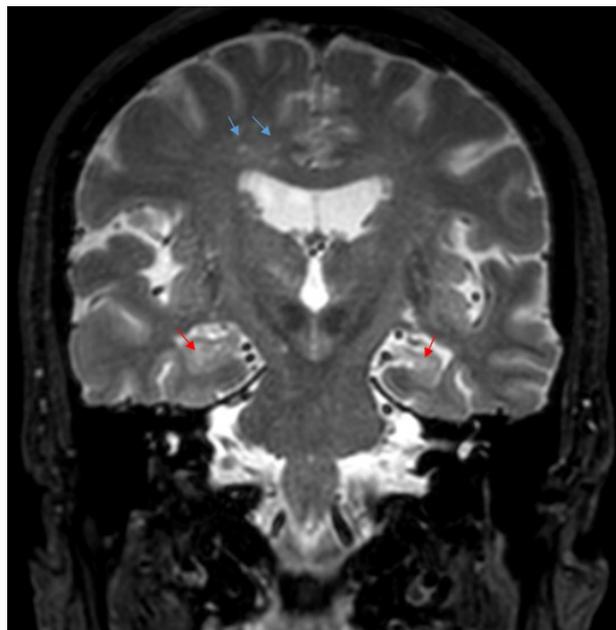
IRM en la secuencia T2, vista coronal. Hiperintensidad de región mesial e hipocampal bilateral, en T2 (flechas rojas), imágenes hiperintensas focales en T2 en sustancia blanca frontal yuxtacorticales (flechas azules), que confluyen con un patrón vascular. Fazekas 3. Leucoaraiosis. Espacios perivasculares de Virchow-Robins dilatados a nivel de subcorteza frontal y periventriculares.
